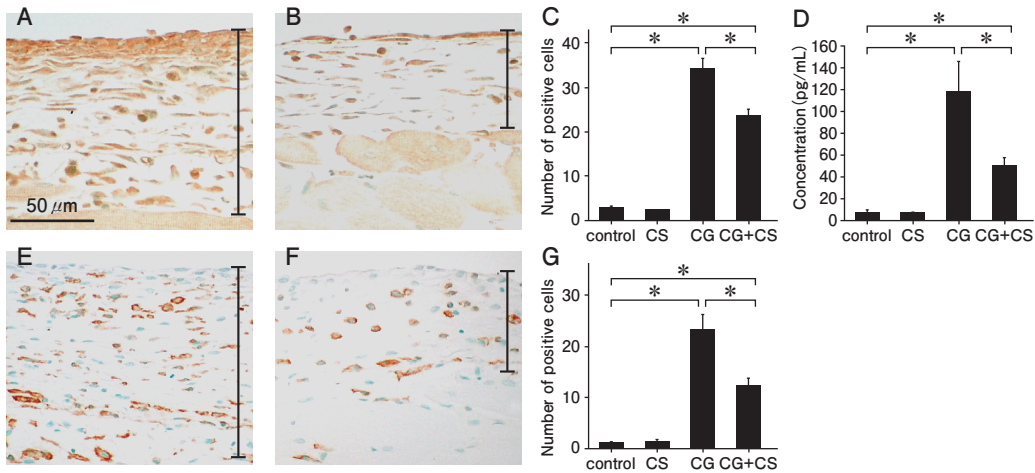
MCP-1, F4/80 に対する免疫組織化学的解析, および PET 排液中の MCP-1 濃度の ELISA 法による解析
